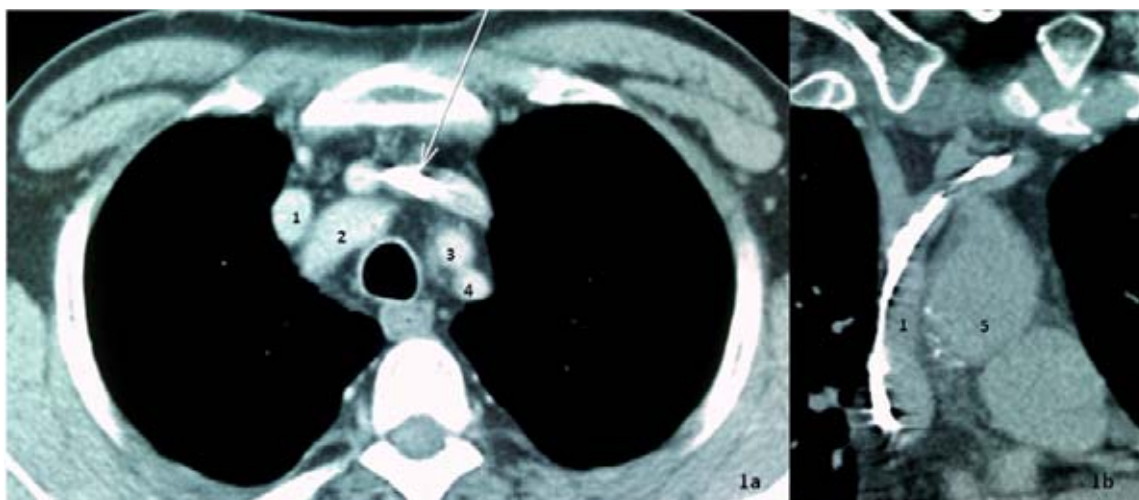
Angio-TAC cardíaco que muestra suboclusión de la vena innominada por los cables de marcapasos (figura 1a, flecha). La figura 1b muestra el trayecto de los cables a nivel de la vena cava superior.
